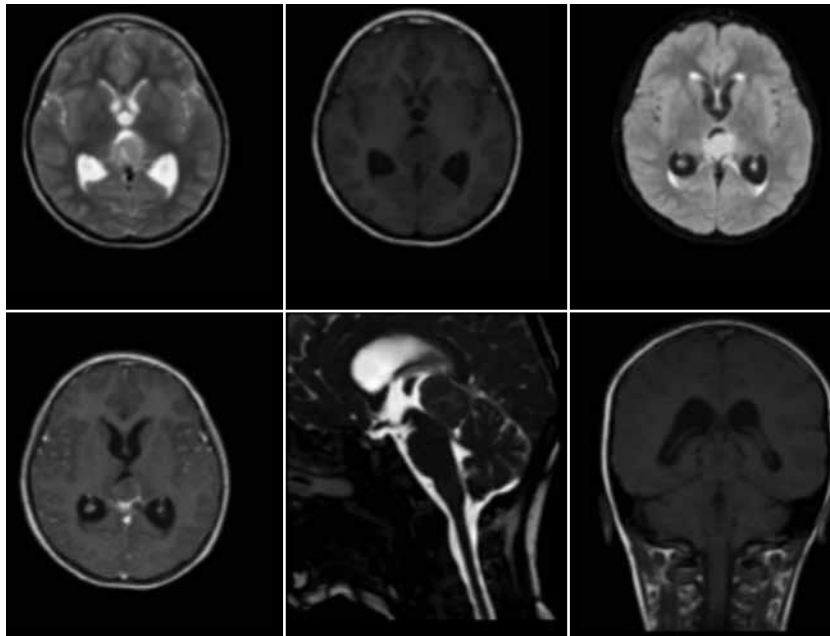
Imágenes de RMN prequirúrgicas en las que se evidencia una lesión redondeada en región pineal central, de izquierda a derecha desde la línea superior T2 -hiperintensa-, T1 -ligeramente hipointensa- FLAIR con edema transependimario, T1GD pobre realce al contraste, las dos últimas imágenes las vistas en los planos sagital T2 y coronal T1.
